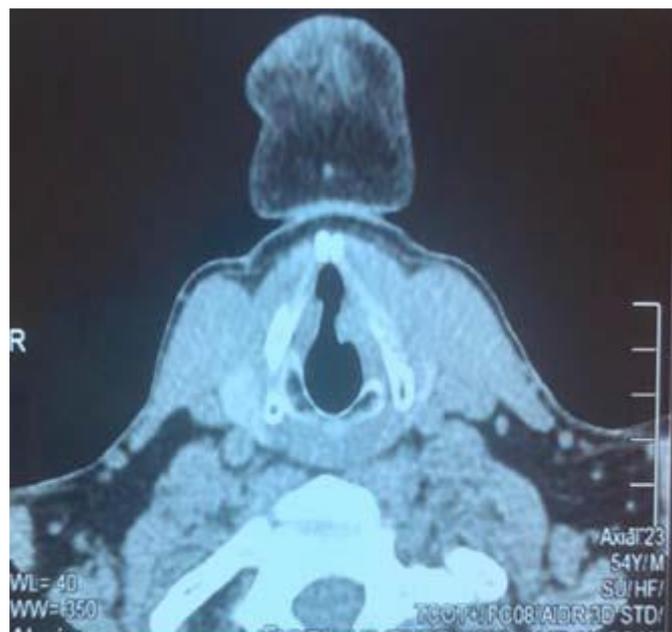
TDM LARYNGEE EN COUPE AXIALE, MONTRANT UN EPAISSISSEMENT DE LA CORDE VOCALE GAUCHE.
